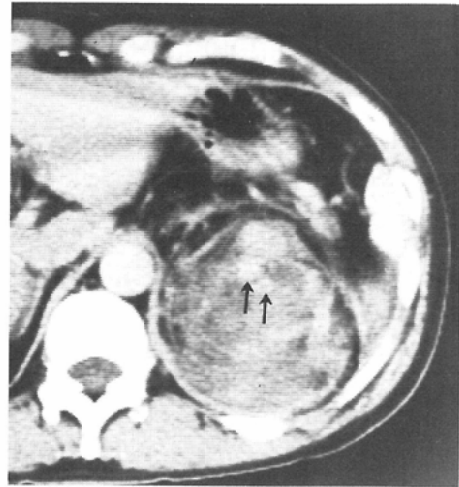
Post-contrast CT scan. High density (arrows) equal to that of aorta posteriorly in the upper pole, corresponding to aneurysmal dilatation.
